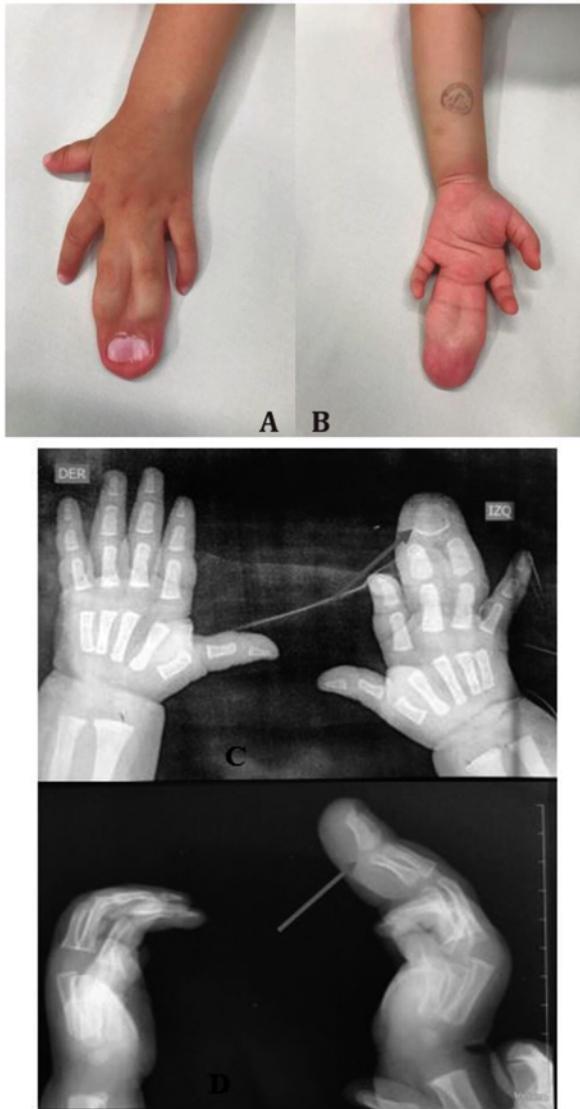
(A) y (B). Dedos medio y anular de la mano izquierda con sindactilia y macrodactilia, además de sinoniquia; radiografías (C) postero anterior y (D) lateral comparativa de manos en donde se evidencia hipertrofia ósea de dedos medio y anular de la mano izquierda asociado a fusión de la falange distal (señalada por la flecha).
